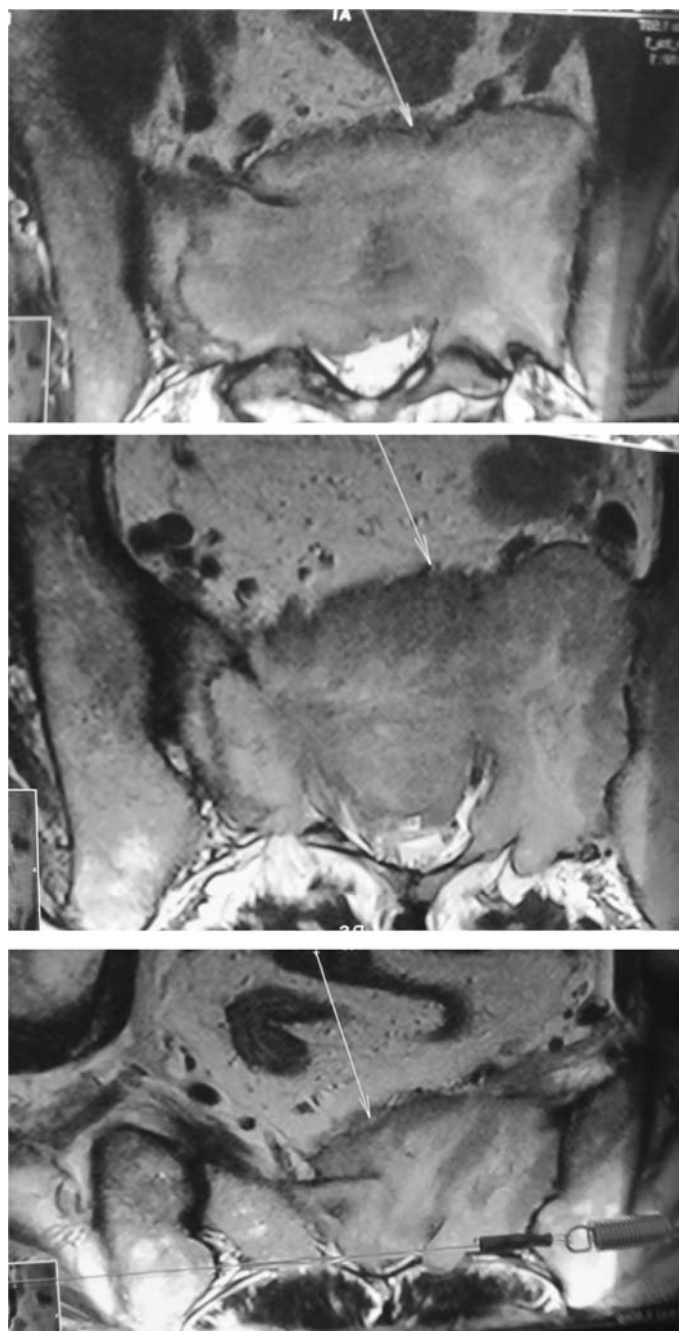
МРТ, аксіальні зрізи. Пухлинна деструкція і заміщення крижів і його бічних мас, поширення пухлини в порожнину малого таза
